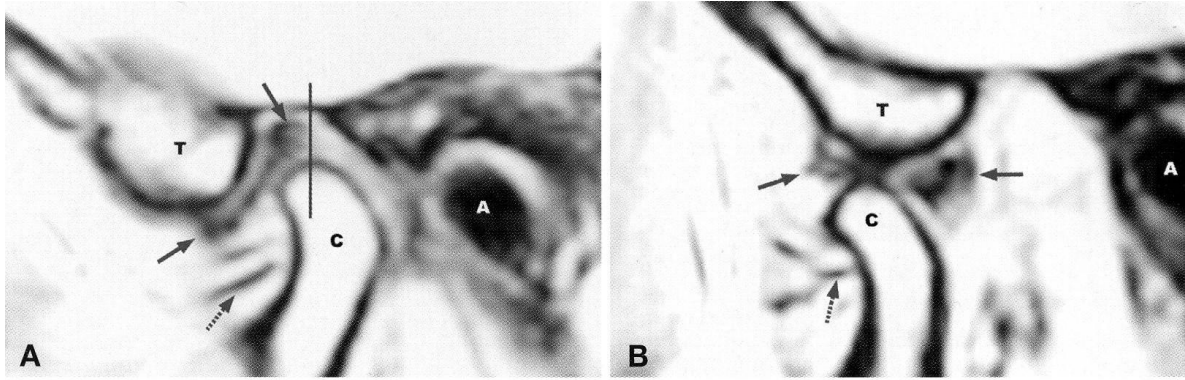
RMN scansione sagittale ATM senza alterazioni. Bocca chiusa (A), bocca aperta (B). Fisiologicamente il bordo posteriore della banda posteriore si trova sullo zenit del condilo. C (condilo), T (tubercolo articolare) ed A (meato acustico) (Prati e Zerman, 2006).
